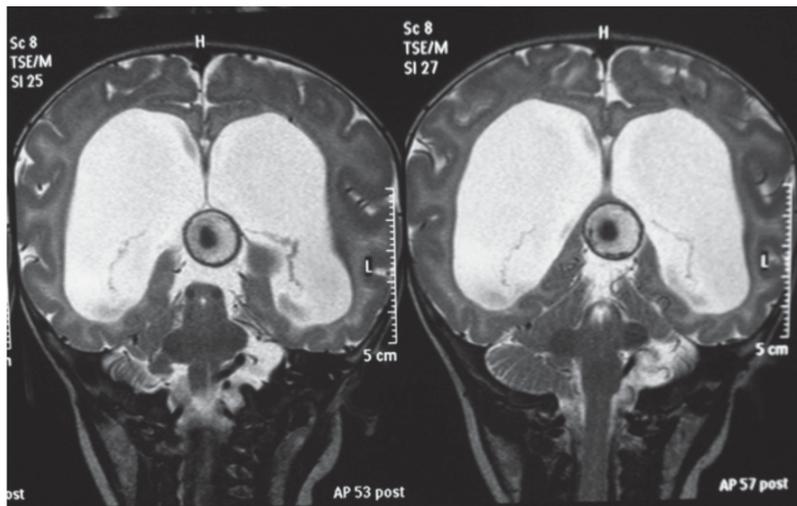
Resonancia magnética nuclear cerebral de control pos-embolización. Se observa un trombo dentro del aneurisma.
